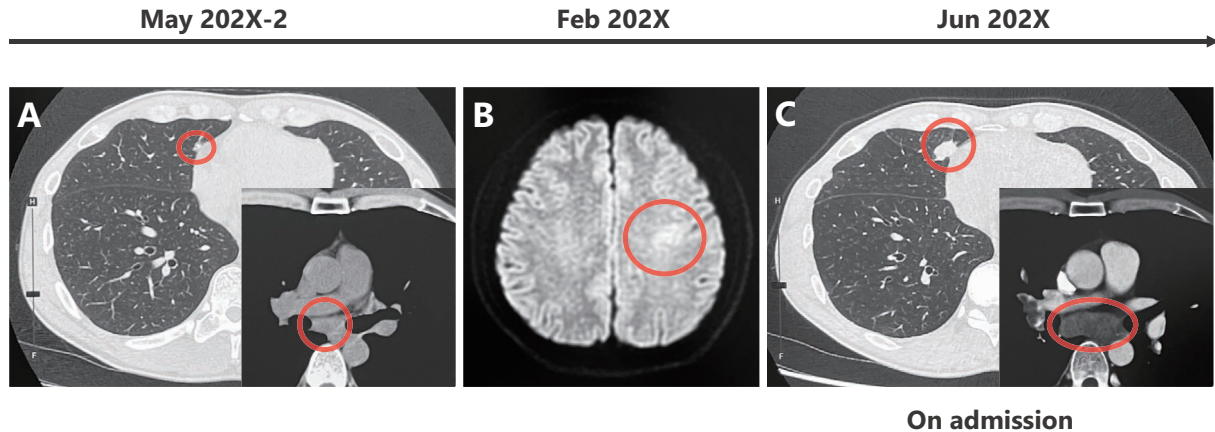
Changes in chest computed tomography (CT) findings from two years before admission and magnetic resonance imaging (MRI) findings during stroke. (A) Chest CT performed two years previously showed a tiny nodule in the right middle lobe and mild swelling in the mediastinal lymph node (#7). (B) High-intensity area in the left cerebrum on fluid-attenuated inversion recovery (FLAIR) imaging. (C) On admission, chest CT showed an enlarged right middle lobe nodule and lymphadenopathy.
